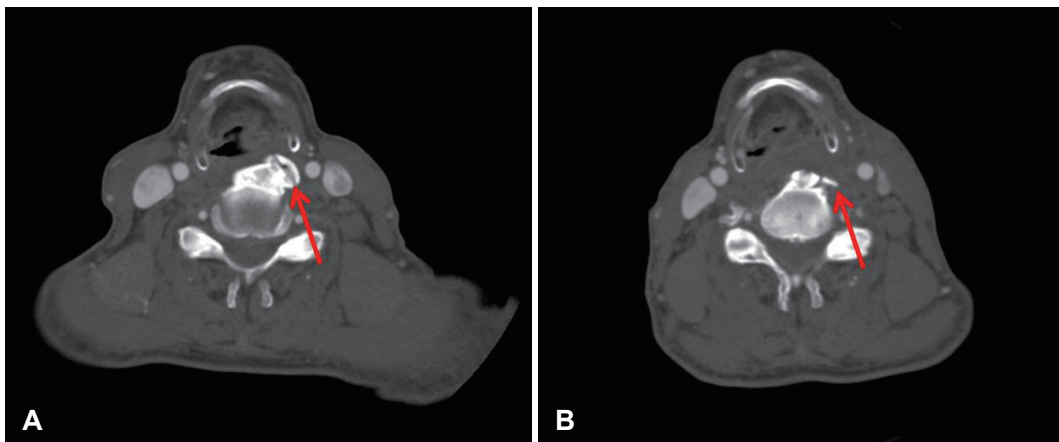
CT findings. Preoperative CT scan of patient showing large osteophyte (arrow) with left anterior protrusion and compression of left posterior hypopharyngeal wall around in C5/C6 level (A). Postoperative CT scan (B) showing resection of exophytic osteophyte (arrow).
